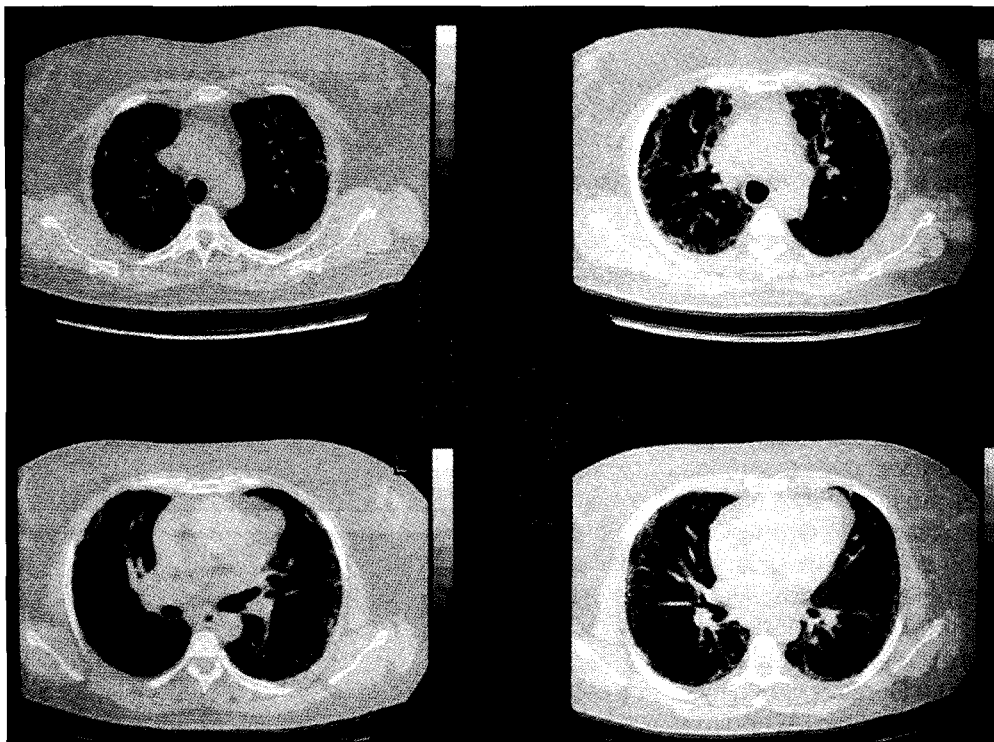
TAC de tórax 3 meses antes del ingreso, demuestra infiltrados reticulares de predominio basal y en la periferia de los dos campos pulmonares.
